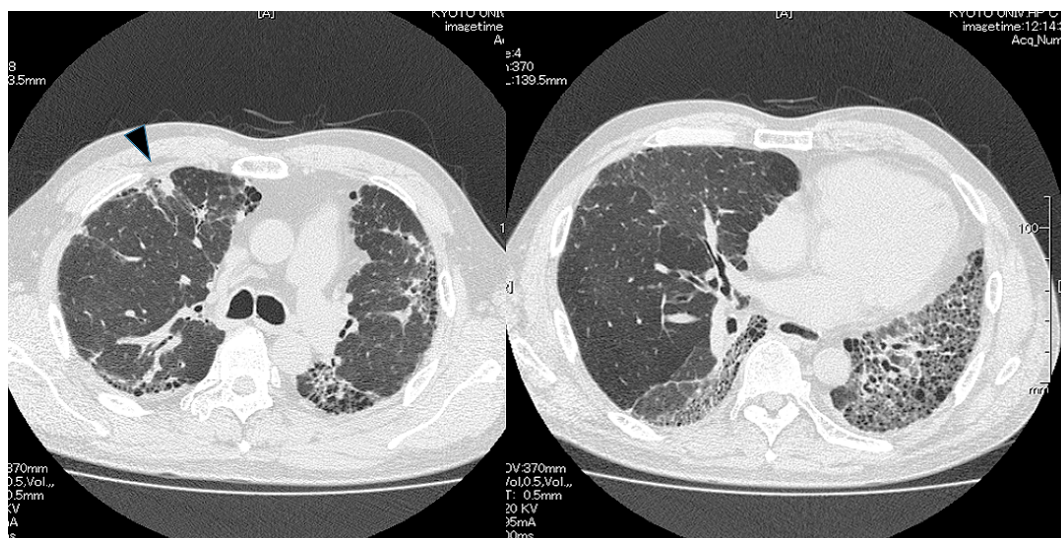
A CT scan of a 69-year-old male patient with a small nodule (arrowhead, 12 mm in diameter) in the right upper lobe detected during follow-up for UIP. The patient had been taking methylprednisolone for years and developed acute exacerbation (AE) twice in the course of IP treatment. Physiological data: %VC 56.3%, %DLco 41.5. KL-6: 1210. The predicted incidence of AE was as high as 44.5% if lobectomy was performed but only 18.4% if wedge resection was done. Pirfenidone was administered as prophylaxis for post-operative AE, and wedge resection was performed. The post-operative course was uneventful, but six months later, he developed multiple disseminations in his right chest cavity.
